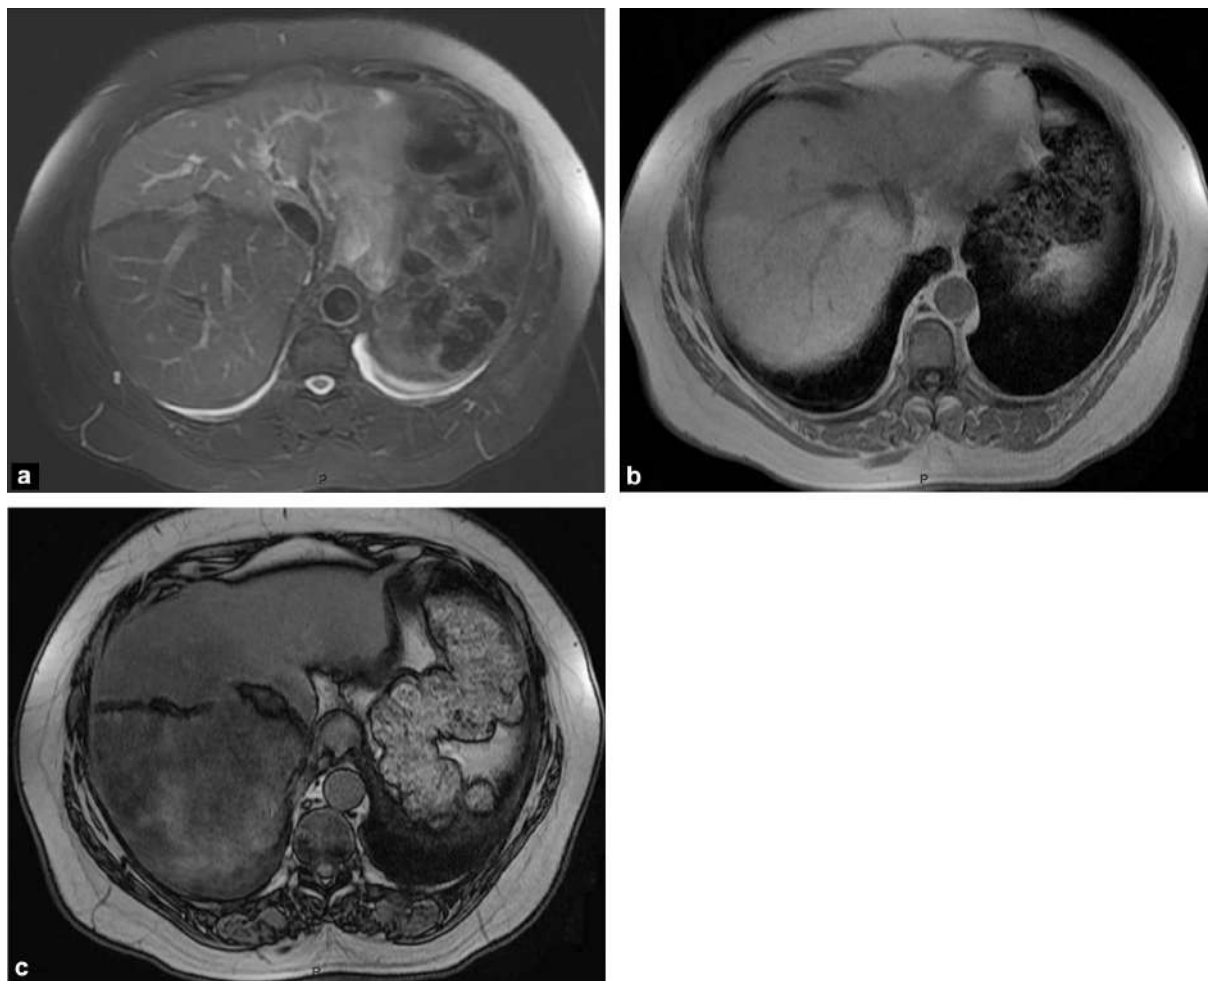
Image d'une stéatose hétérogène en IRM[202]
